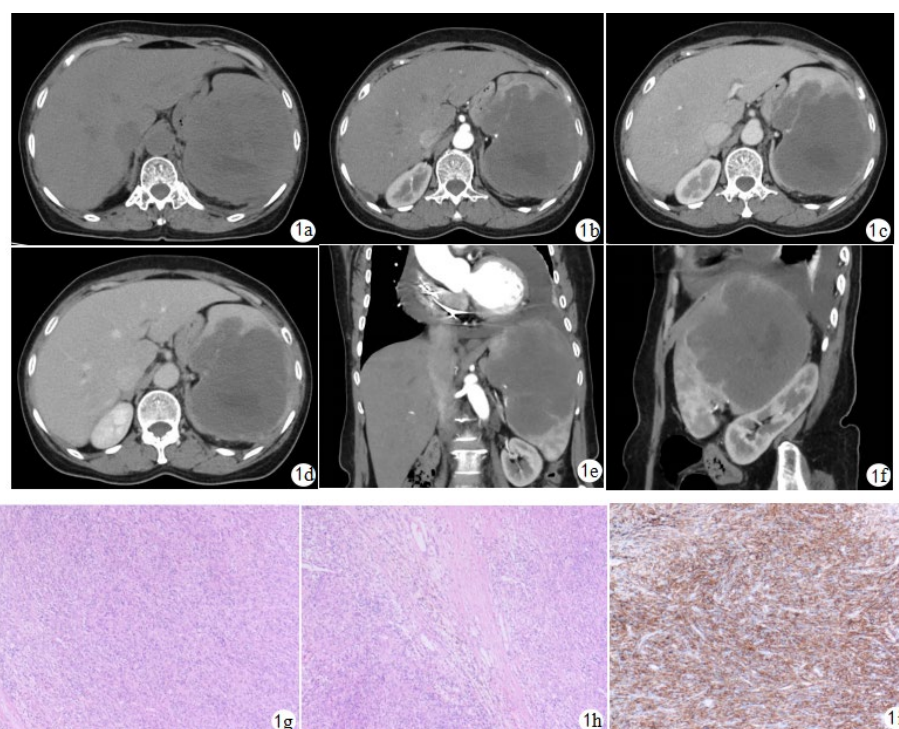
Abdominal CT plain scan and contrast-enhanced CT, contrast-enhanced CT coronal and sagittal views, pathological images
